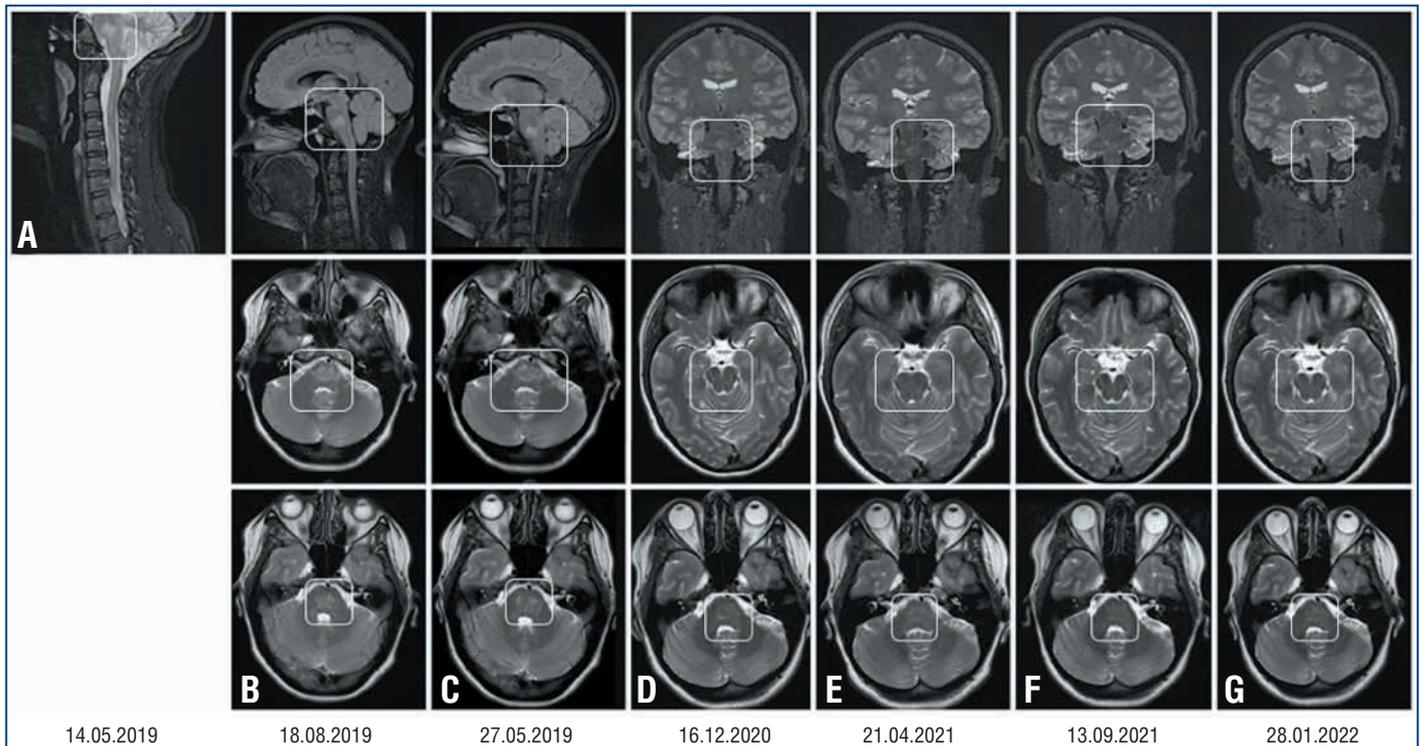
Данные МРТ головного мозга в динамике (сагиттальные, корональные и аксиальные T2-взвешенные изображения): А, В, С, D — до терапии; Е — через 3 мес.; F — через 9 мес.; G — через 12 мес. после терапии
